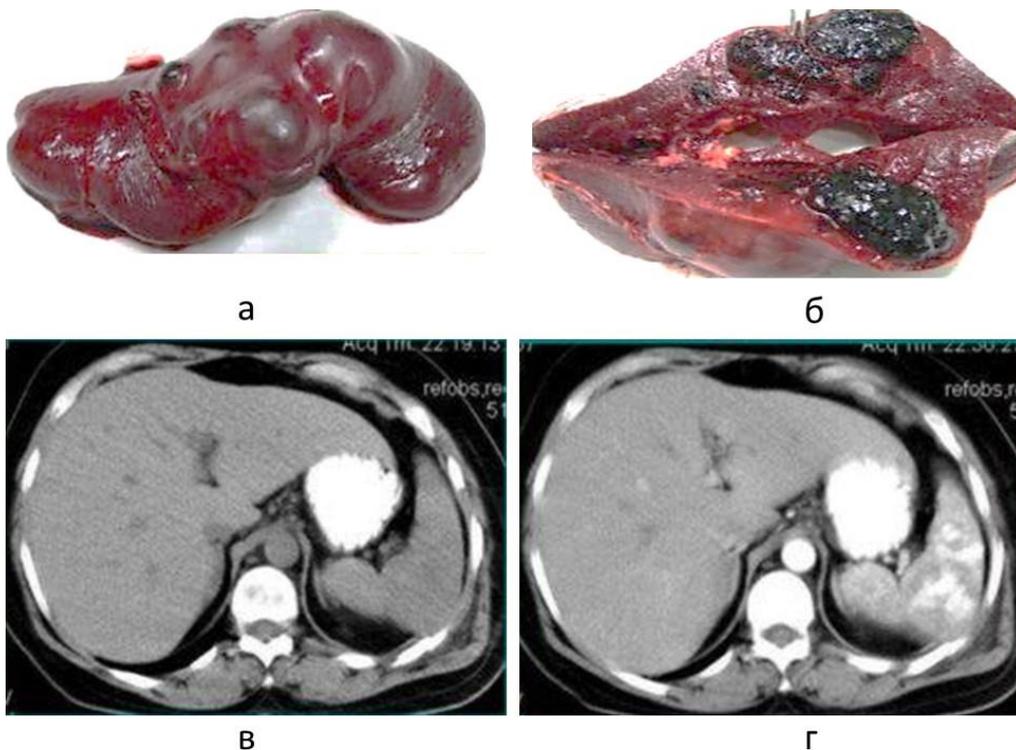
Центральная гематома селезенки с наличием артериальной ложной аневризмы через 7 дней после получения травмы. Селезенка после спленэктомии при осмотре (а) и на разрезе (б). КТ перед операцией до (в) и после контрастного усиления (г).
